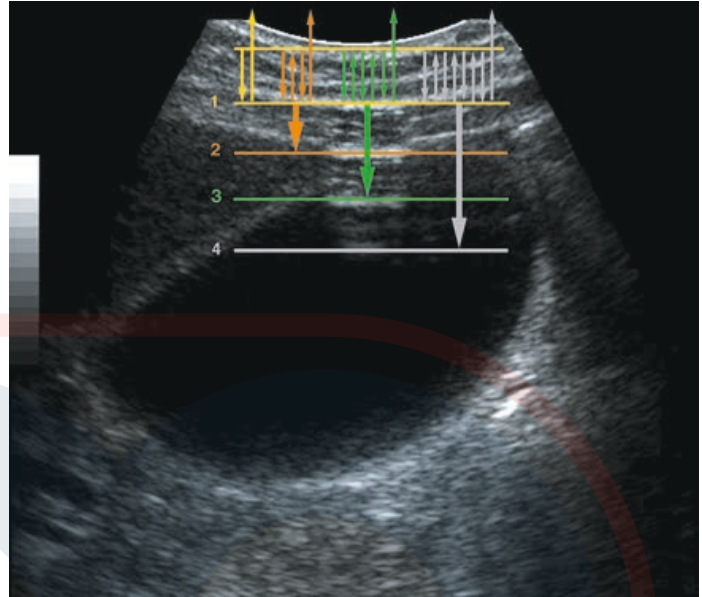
Artefacto de reverberación. Los artefactos de reverberación surgen cuando la señal del ultrasonido se refleja de forma repetida entre las interfaces altamente reflectivas cerca del transductor, y resulta en un eco retrasado que regresa al transductor. Esto aparece en la imagen como una serie de ecos espaciados de manera regular a mayor profundidad. El eco a profundidad 1 se produce por reflexión simple desde una interfaz fuerte. Los ecos a niveles de 2, 3 y 4 se producen por múltiples reflexiones entre esta interfaz y la superficie (imagen simulada).
